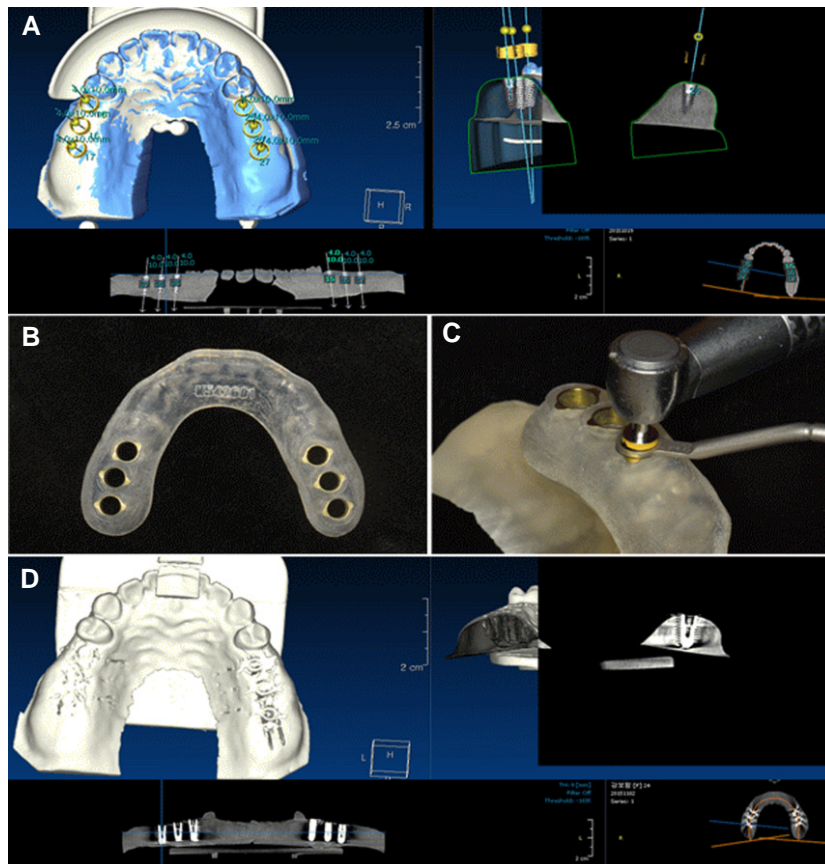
Planning and insertion of implant. (A) Planning on position and angulation of the implant, (B) CT guided implant template, (C) Drilling through the implant template with a drill, (D) Post-surgical cone beam-CT image.
